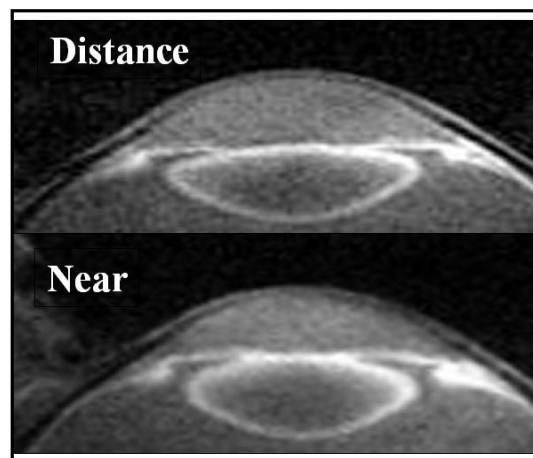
Imagen de RMN. Se observa un aumento del grosor central y de la curvatura del cristalino en la visión cercana
